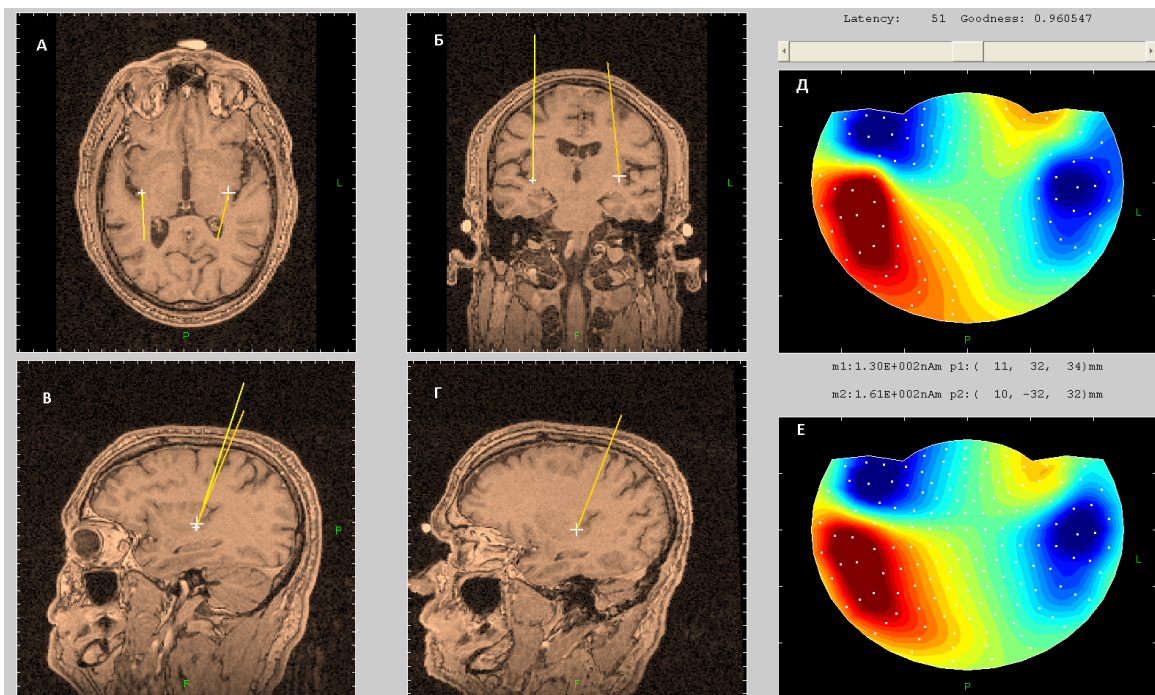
Решение обратной задачи дало локализацию источников обнаруженной активности в слуховую зону коры головного мозга. Изображения под буквами А–Г соответствуют МРТ головного мозга пациента. Верхний паттерн (Д) соответствует значениям магнитного поля усредненного сигнала МЭГ в некоторый момент времени. Нижний паттерн (Е) соответствует значениям магнитного поля, вычисленным по полученным при решении обратной задачи положениям и моментам диполей (источников активности).
